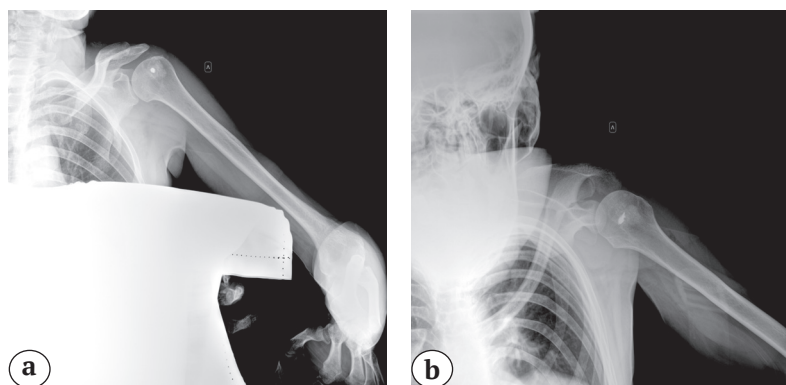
Рентгенограммы плечевого сустава в прямой (а) и аксиальной (б) проекциях; визуализируются импактированный костный трансплантат и титановый якорный фиксатор
